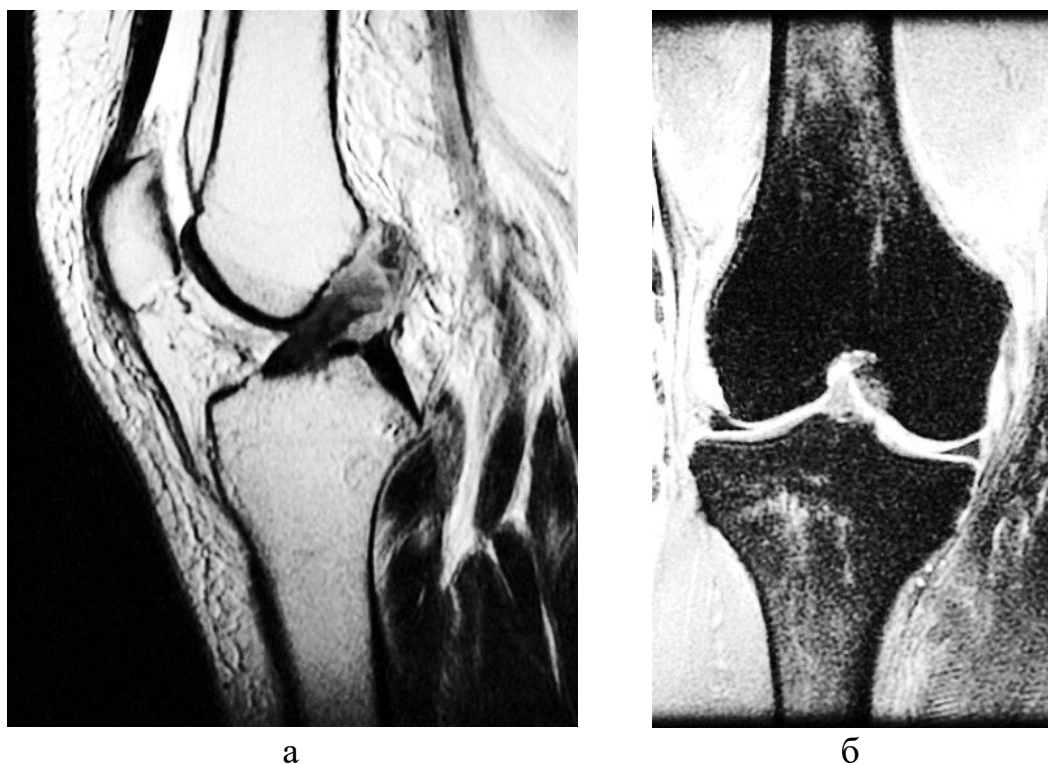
Пациентка С. МРТ коленного сустава до операции: а - сагиттальная проекция, режим T2; б - корональная проекция, режим PD-fat
